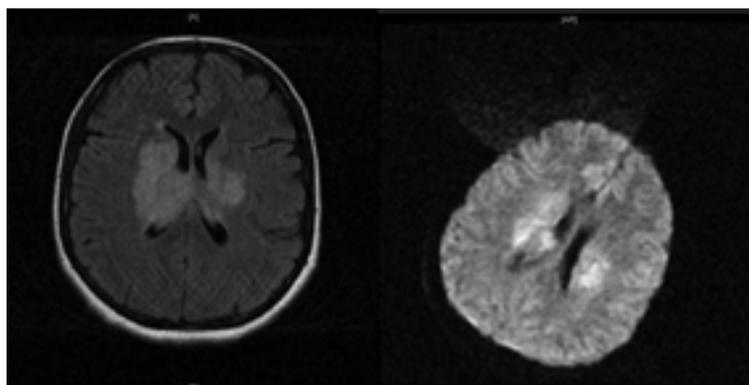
Очаги ишемического инсульта при ухудшении состояния на МРТ головного мозга в режимах T2 ВИ и DWI.
